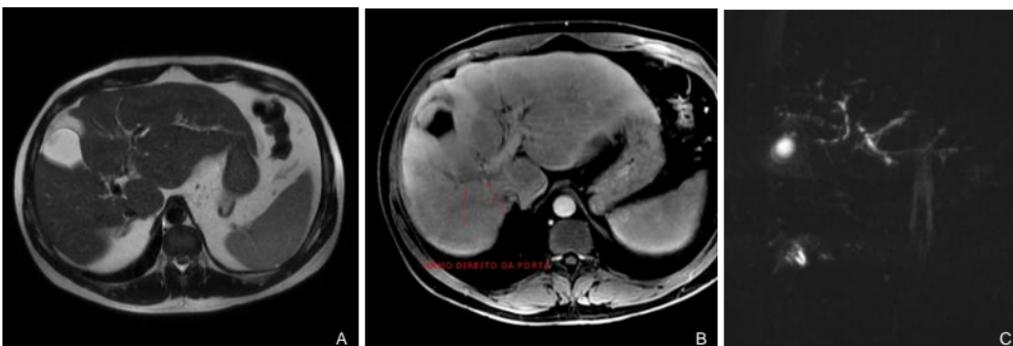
Ressonância magnética do abdômen superior com colangiressonância evidenciando: sinais de hepatopatia crônica (A); trombose do ramo direito da veia porta (B) e irregularidade difusa da via biliar intra-hepática, com áreas de estenoses multisegmentares sem ectasia significativa (C), provavelmente relacionados a colangiopatia.
